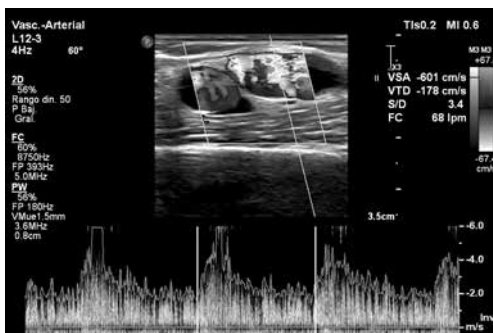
Estudio Doppler color de fístula arteriovenosa con medición de velocidades.
